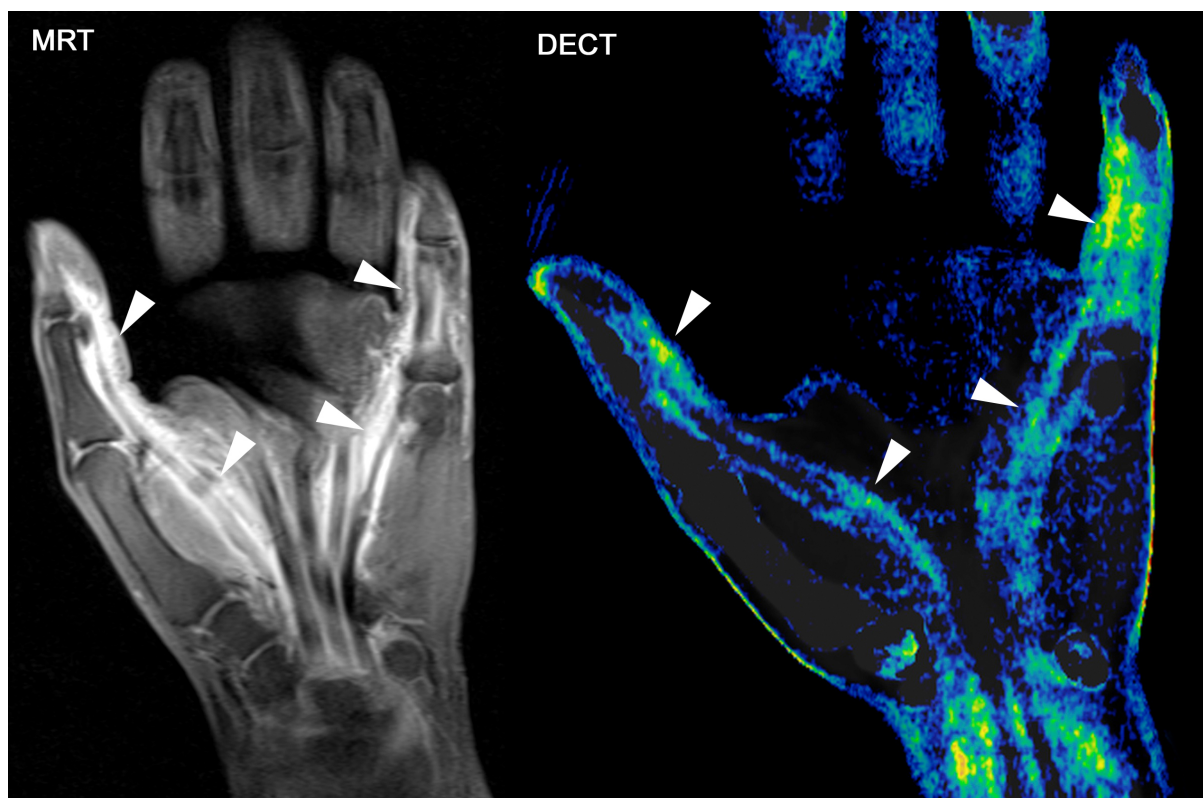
Synovialitis in der DECT bei einem Patienten mit rheumatoider Arthritis. Der Patient zeigt eine deutliche Entzündungsreaktion (Pfeilspitzen) der Beugesehnen in der fettgesättigten T1-gewichteten MRT nach Kontrastmittelgabe (MRT). In der Dual-Energy-Computertomographie kann auch eine Kontrastmittelaufnahme nachgewiesen werden (DECT). [Originalabbildung durch den Autor]
